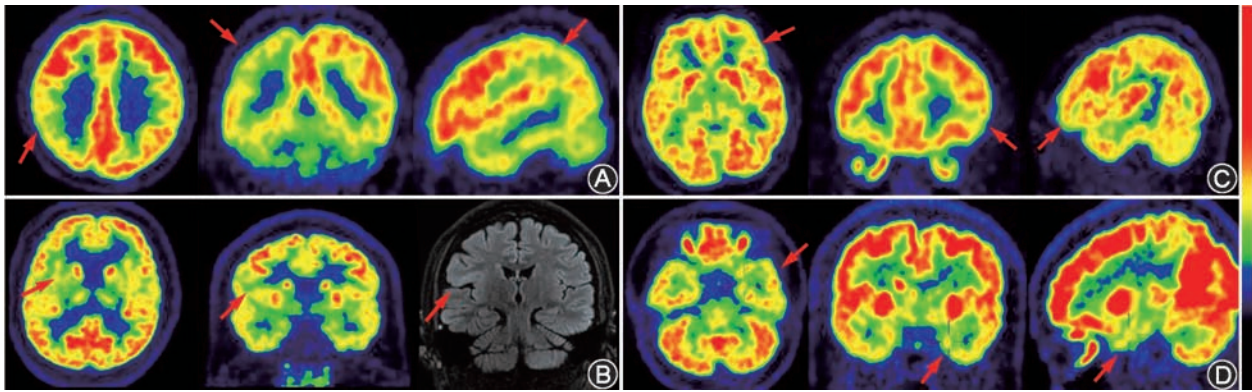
癫痫患者发作间期 ^{18}F -FDG PET 显像及 MRI 图(箭头示病灶低代谢区) A.患者女,25岁,发作性症状7年余, ^{18}F -FDG PET 图像显示右顶枕区大面积皮质代谢减低,顶叶为著,因考虑手术可能造成视野缺损,未进行手术治疗;B.患者女,23岁,发作性症状13年余, ^{18}F -FDG PET 图像显示右岛叶代谢减低,MRI 提示右侧额顶叶岛盖皮质改变,考虑局灶皮质发育不良,后行致痫区射频热凝术,术后无发作,Engel I 级;C.患者女,19岁,发作性症状11年, ^{18}F -FDG PET 图像显示左额极局灶低代谢区,后行左侧额极切除,术后随诊5年未发作,Engel I 级;D.患者女,26岁,发作性症状6年, ^{18}F -FDG PET 图像显示左前颞叶及颞叶内侧海马区代谢减低,后行左侧前颞叶离断术,术后随诊3年未复发,Engel I 级
